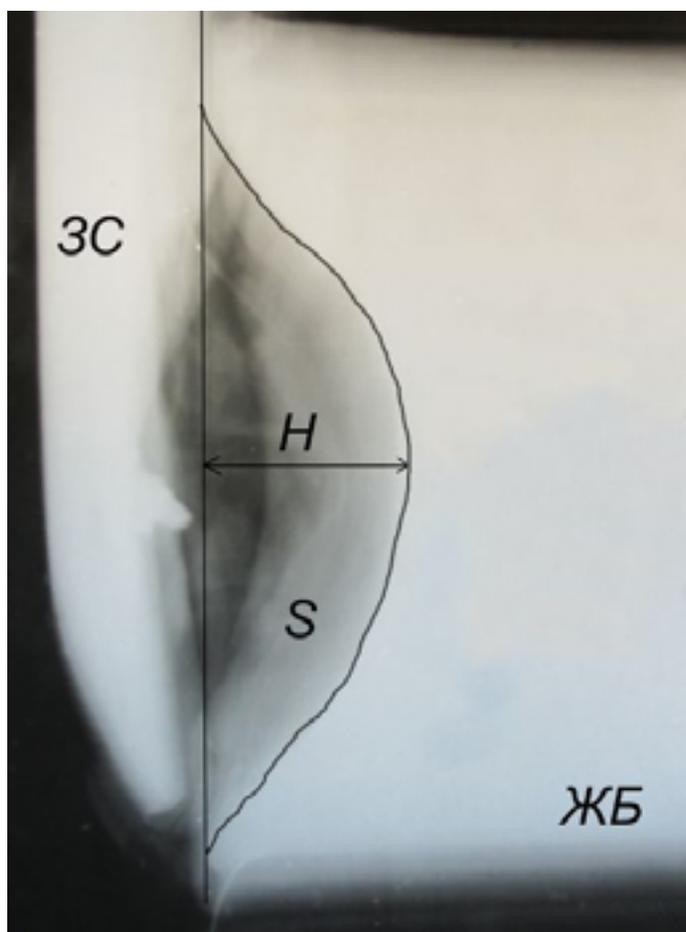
Импульсная рентгенограмма образования ВП в желатиновом блоке за бронепанелью
